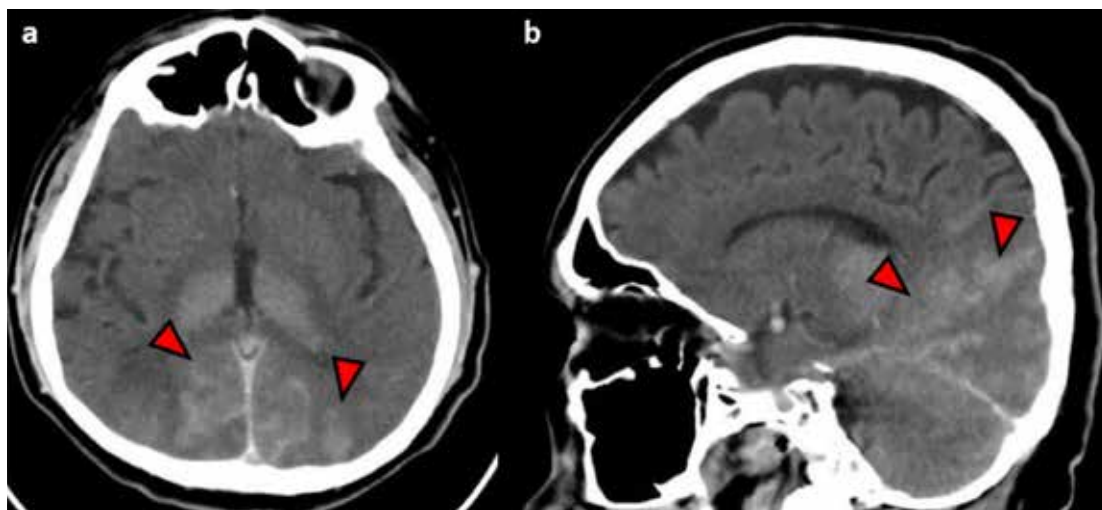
Tomografía espiral multicorte (TEM) cerebral post arteriografía de miembro superior inmediata (a los 20 minutos). Corte axial (a) y corte sagital (b), en la que se observa tenue hiperdensidad subcortical occipital y parietal posterior bilateral, territorio de circulación posterior (flechas).
